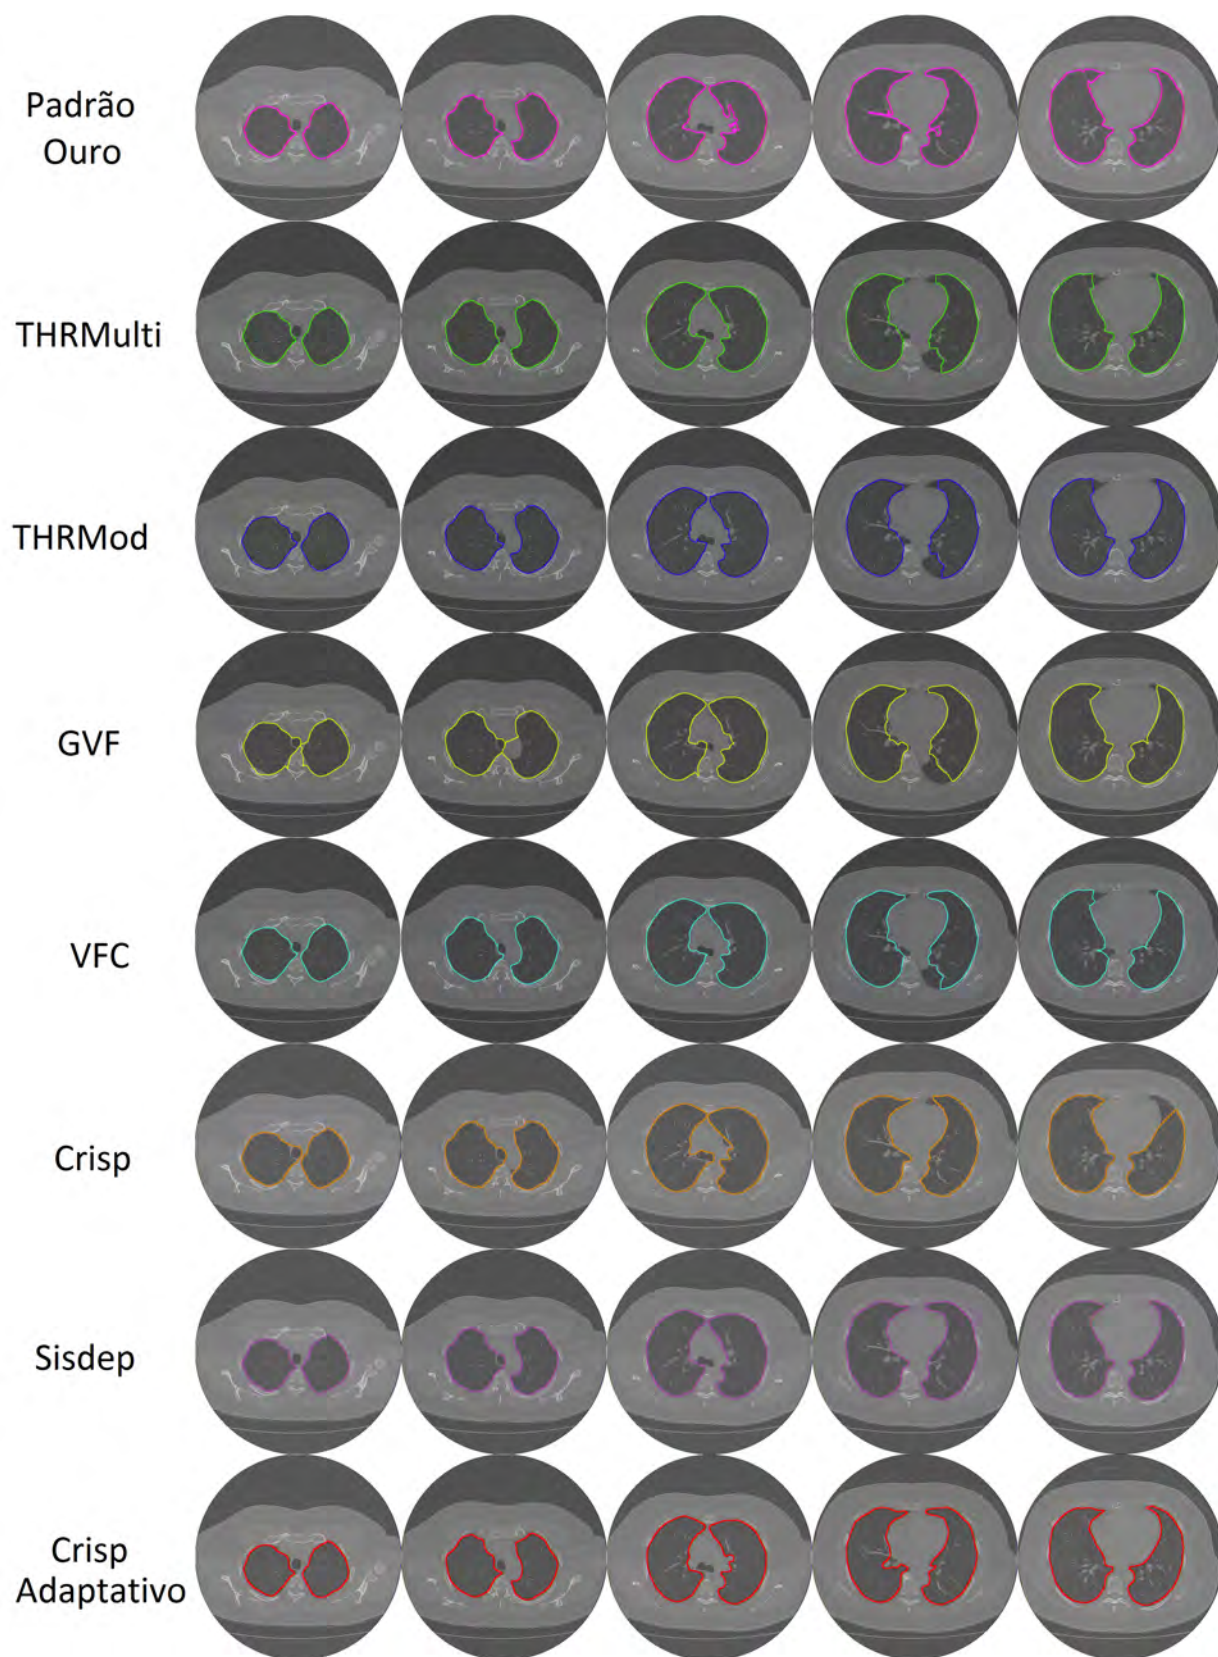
exemplos de segmentação dos pulmões em imagens de TC do tórax de voluntários sadios obtidas pelo médico especialista, MCA THRMulti, MCA THRMod, MCA GVF, MCA VFC, MCA Crisp, SISDEP e MCA Crisp Adaptativo 2D, apresentadas em cada linha de cima para baixo, respectivamente.
